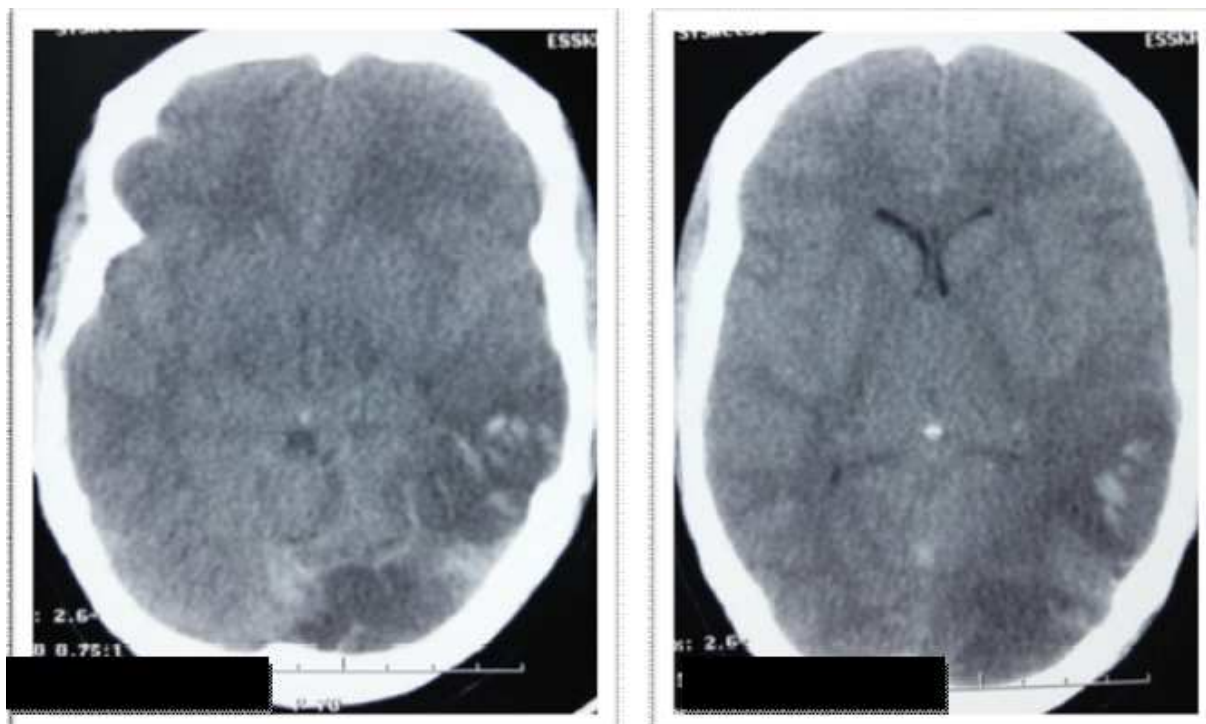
TDM cérébrale. Coupe axiale en C-plage hypodense contenant des hyperdensités représentant un infarctus hémorragique.
